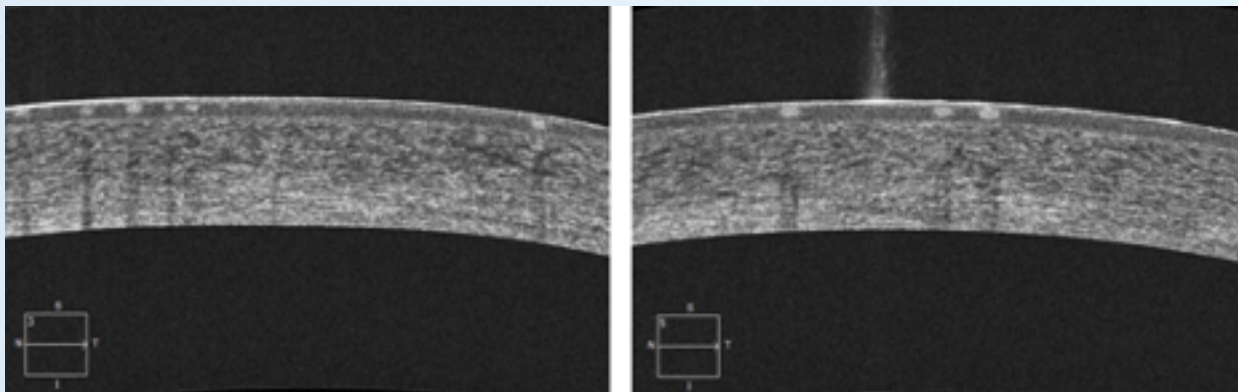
Tomografía de coherencia óptica raster ojo izquierdo
